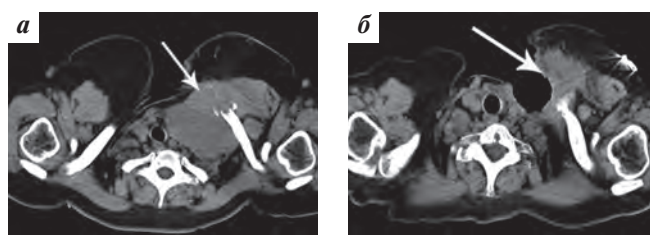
МСКТ шеи больной Л. (мягкотканый режим) до (а) и в процессе (б) таргетной терапии препаратом леватиниб 24 мг/сут
